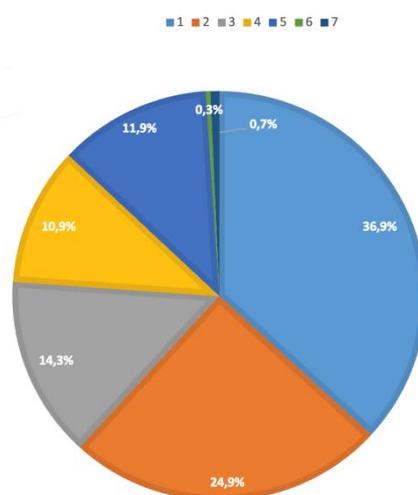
Кратность внутриутробных гемотрансфузий
